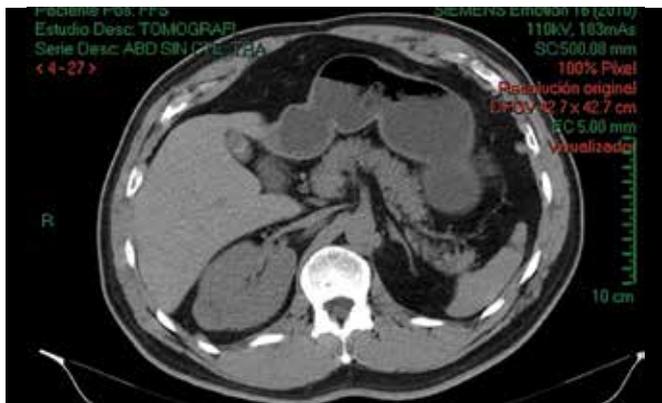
Urotomografía (Uro-TC) corte axial, sin contraste.
